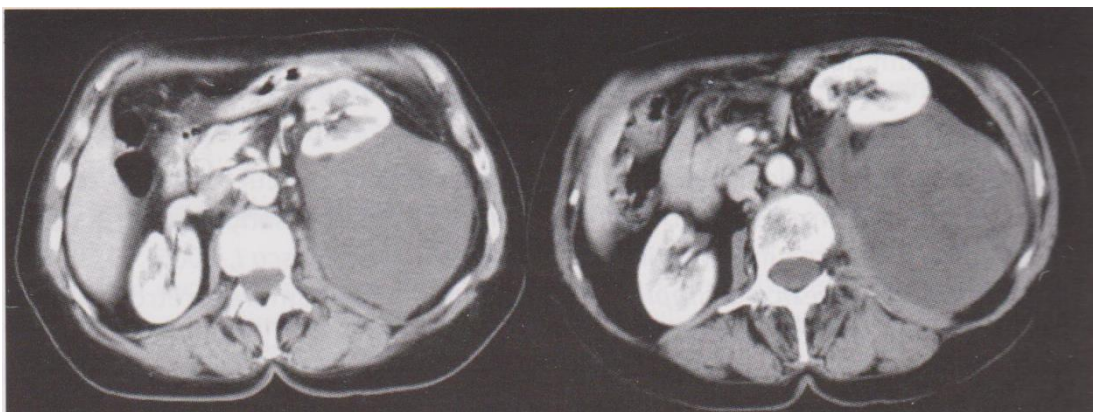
Tomografie computerizata - tumora retroperitoneala stanga voluminoasa. (lipom retroperitoneal 2008– colectie dr. Osman S.)
